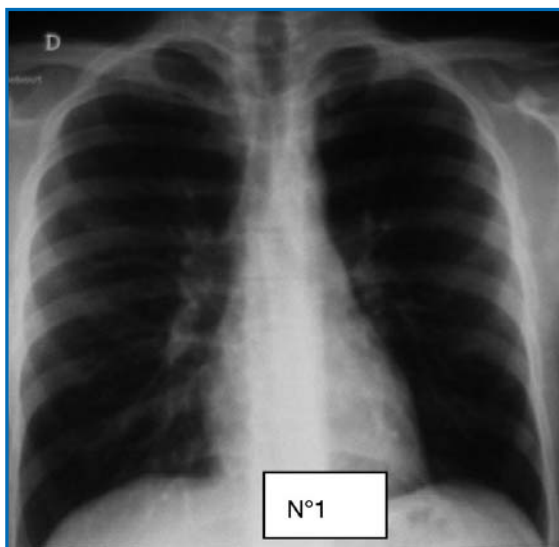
Radiographie normale.
